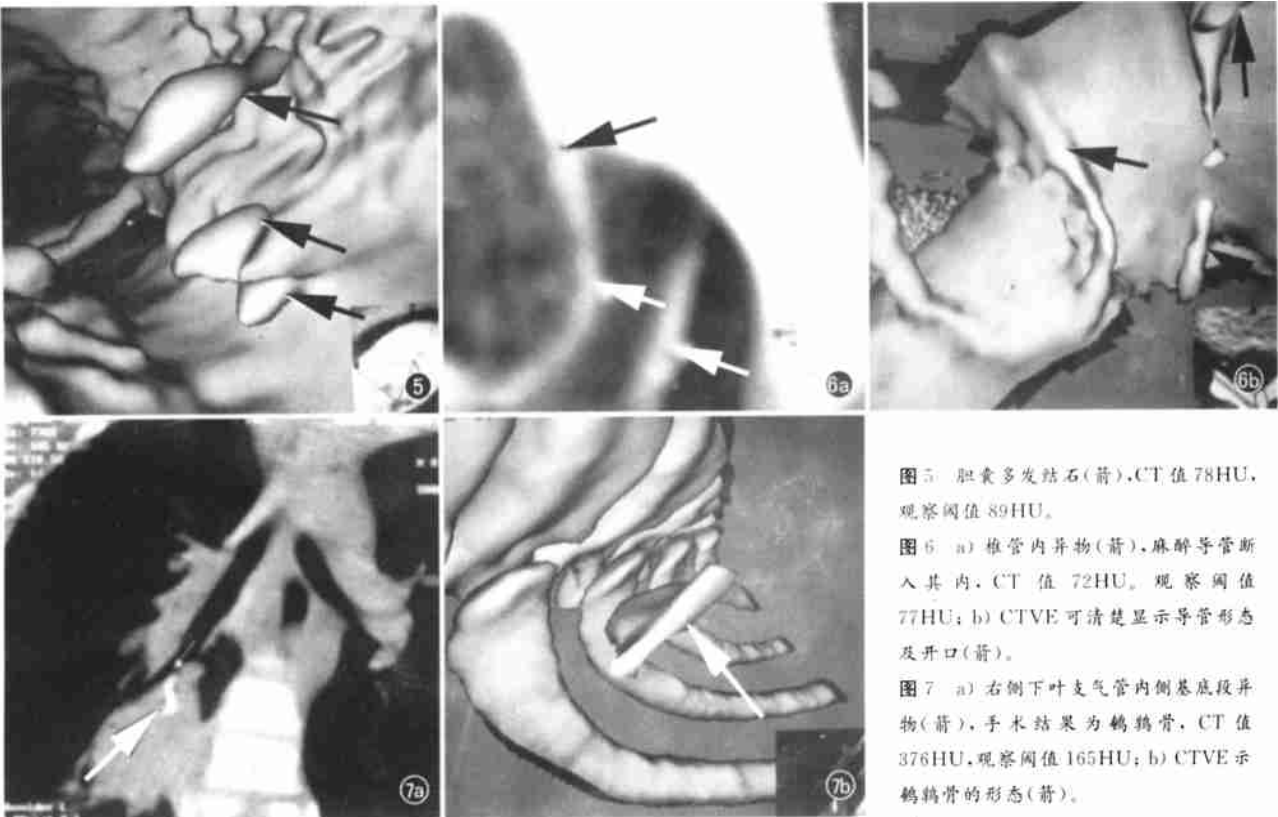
胆囊多发结石(箭),CT 值 78HU,观察阈值 89HU。
